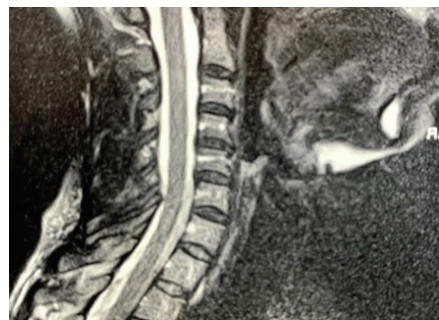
МРТ ШВХ хв. С., 42 р. ДДЗ ШВХ. Задні протрузії міжхребцевих дисків С2-С3, С3-С4, екструзія С4-С5. Чисельні гемангіоми тіл хребців.
